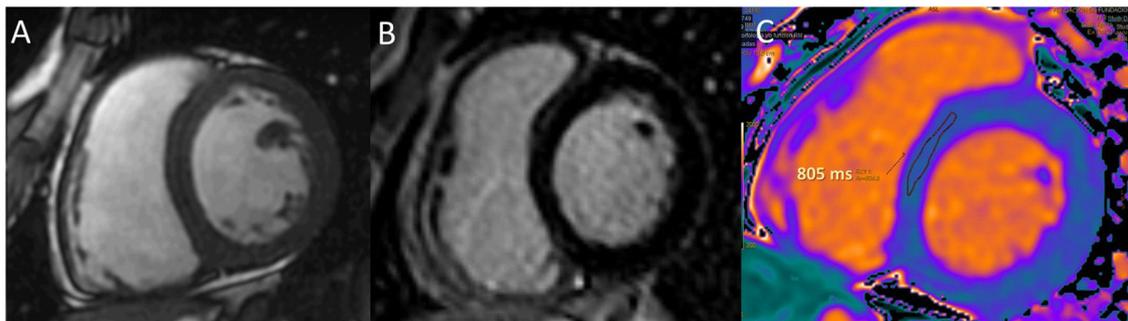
Cardiopresonancia magnética. A: secuencia morfológica en eje corto con espesor miocárdico normal. B: secuencia de realce tardío sin retención de gadolinio. C: secuencia de mapeo en T1 precontraste; T1 nativo reducido.
